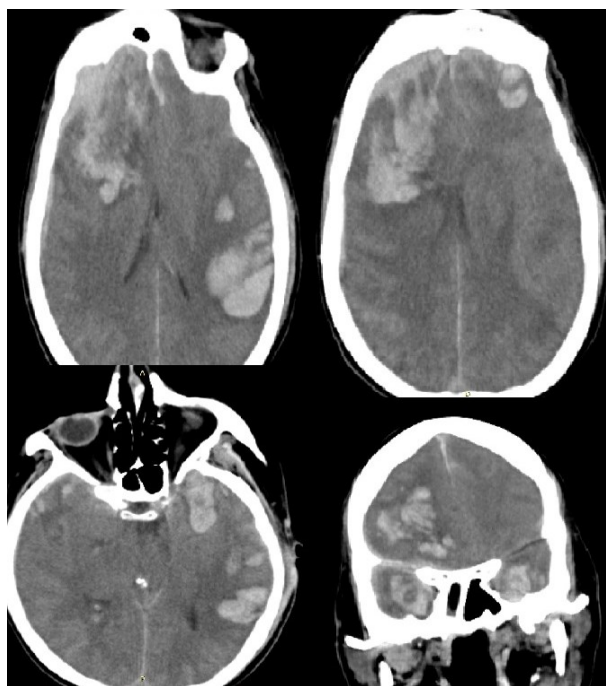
КТ головного мозга до операции.
